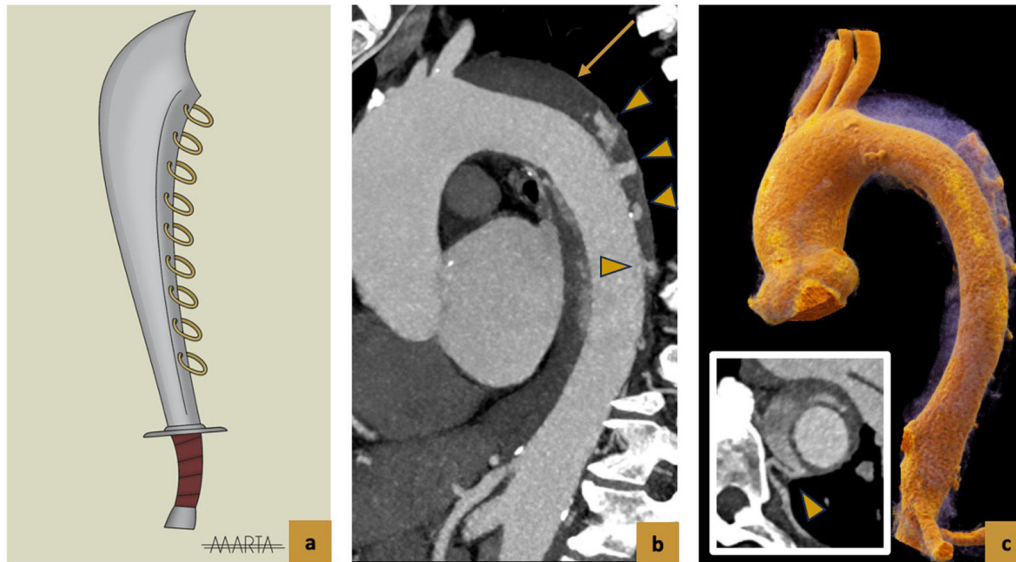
Signo de la espada china de los 9 anillos. (a). Representación esquemática de la espada. (b). TC con contraste en fase arterial precoz, corte sagital oblicuo. Hematoma intramural tipo B (flecha) que se extiende desde arteria subclavia izquierda hasta las arterias ilíacas (no mostrado). Se identifica en el espesor del hematoma pequeñas acumulaciones de contraste focales (puntas de flecha) de morfología serpinginosa que recuerdan a los anillos. (c). TC con contraste en fase arterial precoz, reconstrucción axial oblicua que muestra la conexión de estos acúmulos de contraste con una arteria intercostal (punta de flecha), sin comunicación con la luz aórtica y reconstrucción volumétrica 3D en la que se evidencian estos acúmulos en el espesor del hematoma, confiriéndole a la aorta el aspecto morfológico que recuerda a esta espada tan característica.
